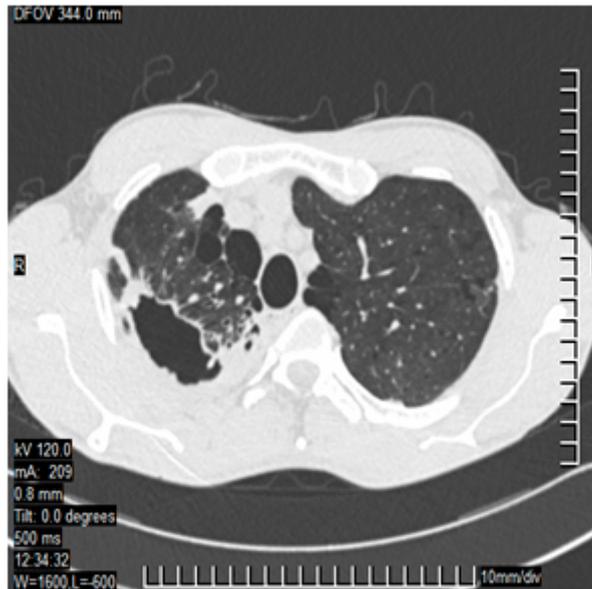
TAC de Pulmón. Se observa cavidad de paredes gruesas en lóbulo superior derecho.
